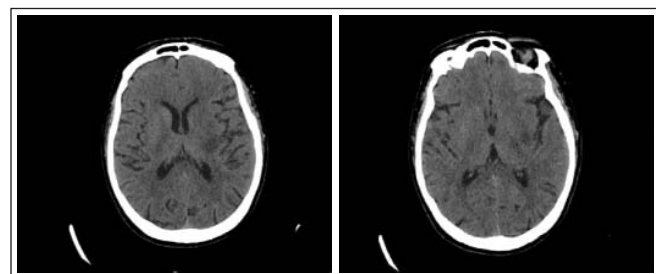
Компьютерные томограммы головного мозга пациентки Р. при поступлении в Клиническую больницу им В.В. Вересаева. Выявляется очаг инфаркта в области базальных ядер левого полушария. Поскольку тяжесть неврологического дефицита на момент повторного обращения не соответствовала выявленному очагу инфаркта, мы трактовали его как последствия первого ишемического эпизода
